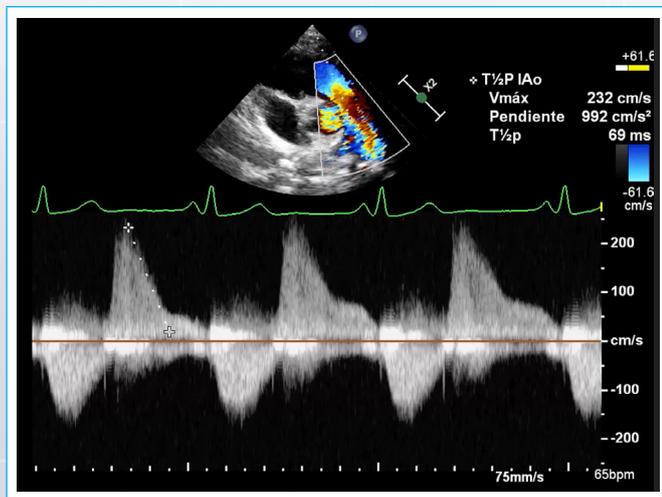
Doppler pulsado pulmonar. THP menor de 100 ms.
